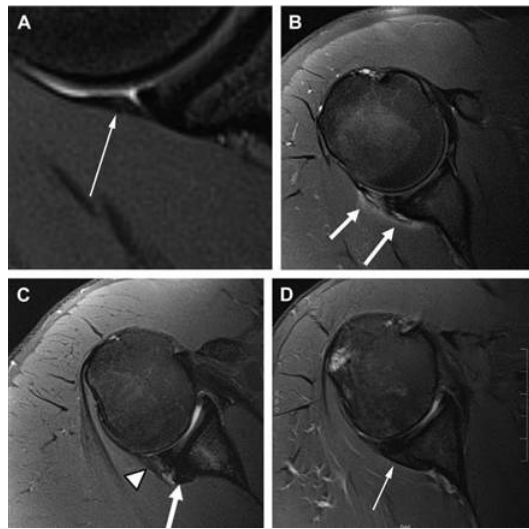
Axiale MRT zeigt Bennett-Läsionen verschiedenen Alters: Normalbefund (A); akute/subakute Läsion mit ödematös verdickten posterioren Kapselanteilen und periostalem Ödem des posterioren Glenoids (Pfeile) (B); subacut/chronische Läsion mit verdickter hinteren Gelenkkapsel ohne Ödem (Pfeilkopf) und Knochenneubildung am posterioren Glenoid (Pfeil) (C); chronische Läsion mit ausgereifter Knochenformation am posterioren Glenoid (Pfeil) (D) (104)
